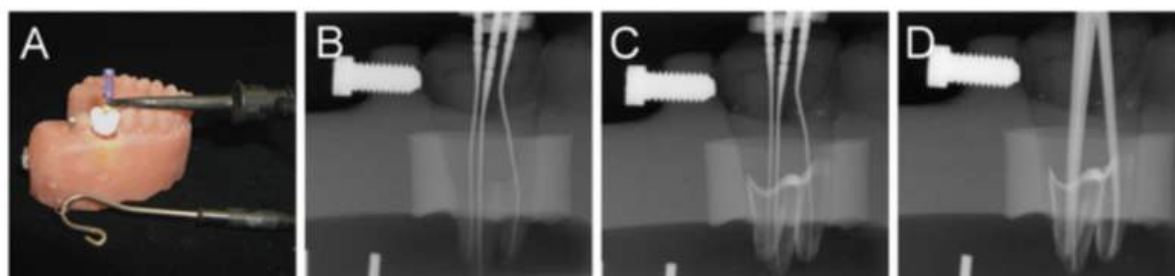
Appréciation de la radio-opacité [14]: A : positionnement d'une lime et d'un localisateur d'apex au sein du modèle créé ; B : Analyse critique de la radio-opacité initiale (la visualisation des racines est alors jugée peu appréciable) ; C : pour remédier à ce problème de visualisation, un mélange d'oxyde de bismuth et d'un adhésif dentaire est appliqué sur les racines ( le résultat n'est encore une fois pas réellement probant) ; D : radiographie cône en place
